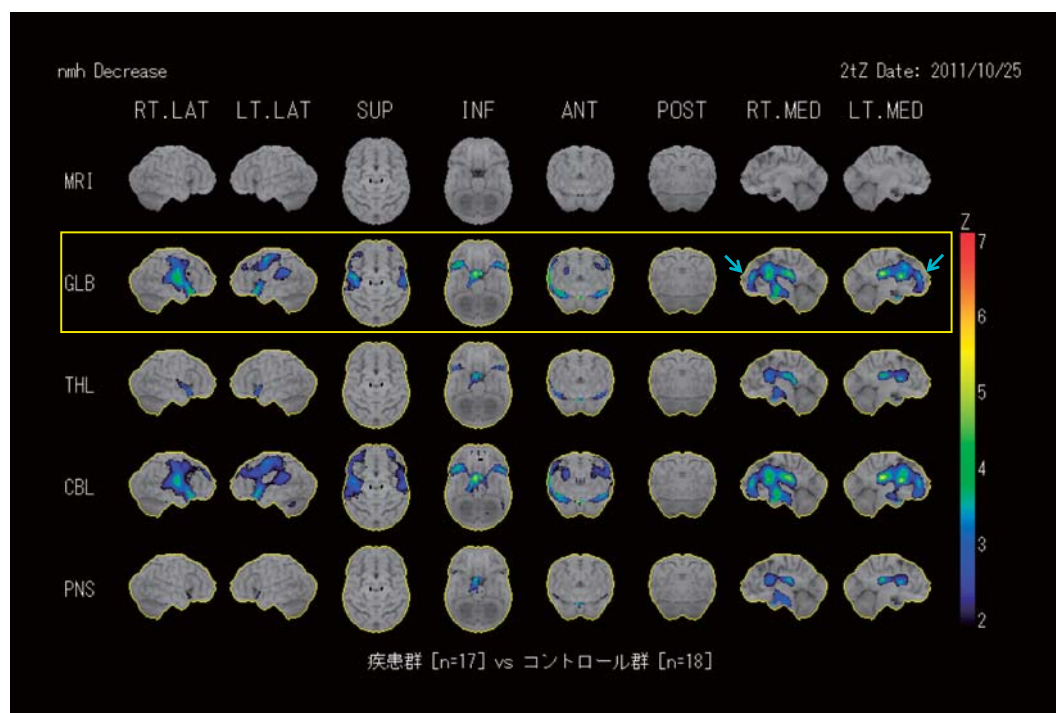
健常群と疾患群17例の¹²³I-IMZ SPECT 3D-SSP画像の群間比較 (Z-score>2)
